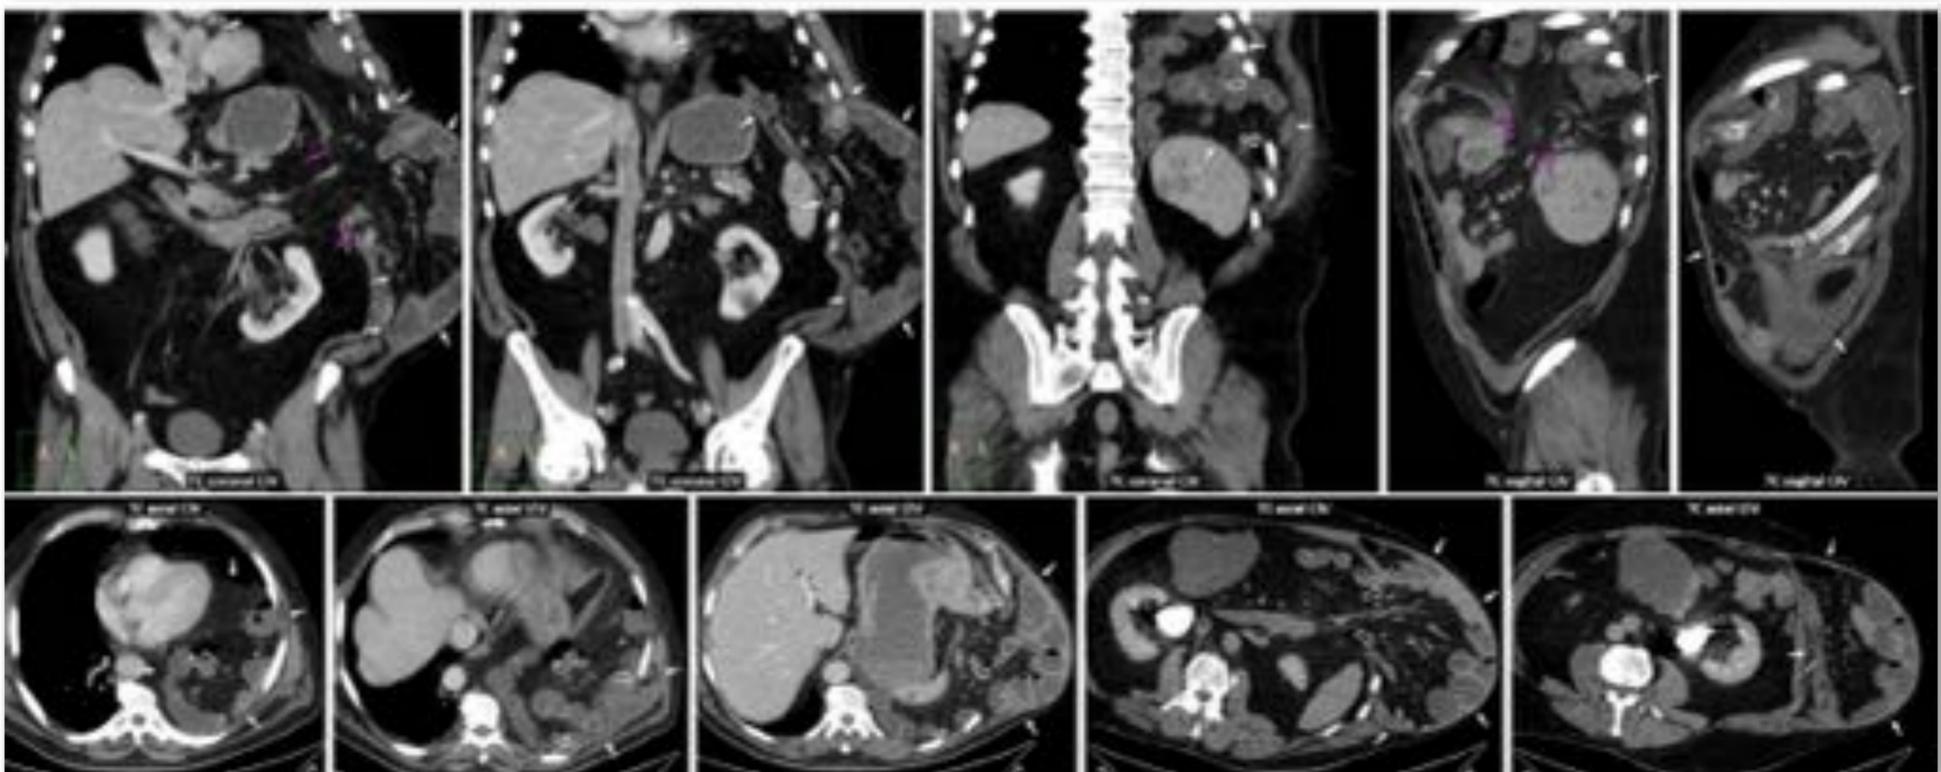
Gran hernia diafragmática, intercostal y lumbar postraumática. Varón de 70 años con antecedente traumático remoto. Dolor abdominal intenso y masa lumbar que ha ido creciendo en los últimos tiempos. TC con cobertura superior y lateral incompleta: enorme hernia con un defecto en hemidiafragma izquierdo (flechas rosas) y otro intercostal y lumbar (flechas huecas), con contenido intratorácico y lumbar (flechas blancas) que incluye la mayor parte del intestino, con discreta dilatación. Fue necesario realizar una amplia resección intestinal por encontrar tramos no viables en la cirugía, lo que probablemente también evitó un síndrome compartimental abdominal. La evolución clínica fue buena. Véase también el Vídeo (12'44'').*
